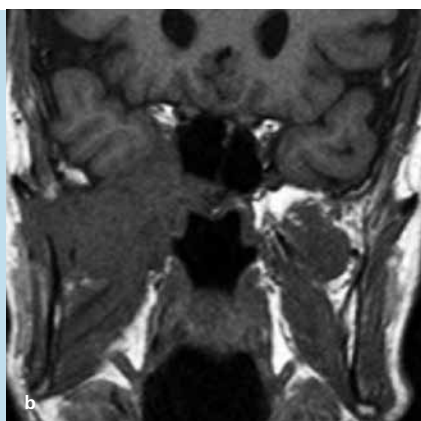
MRT-Bild einer ausgedehnten invasiven Mykose rechts.
